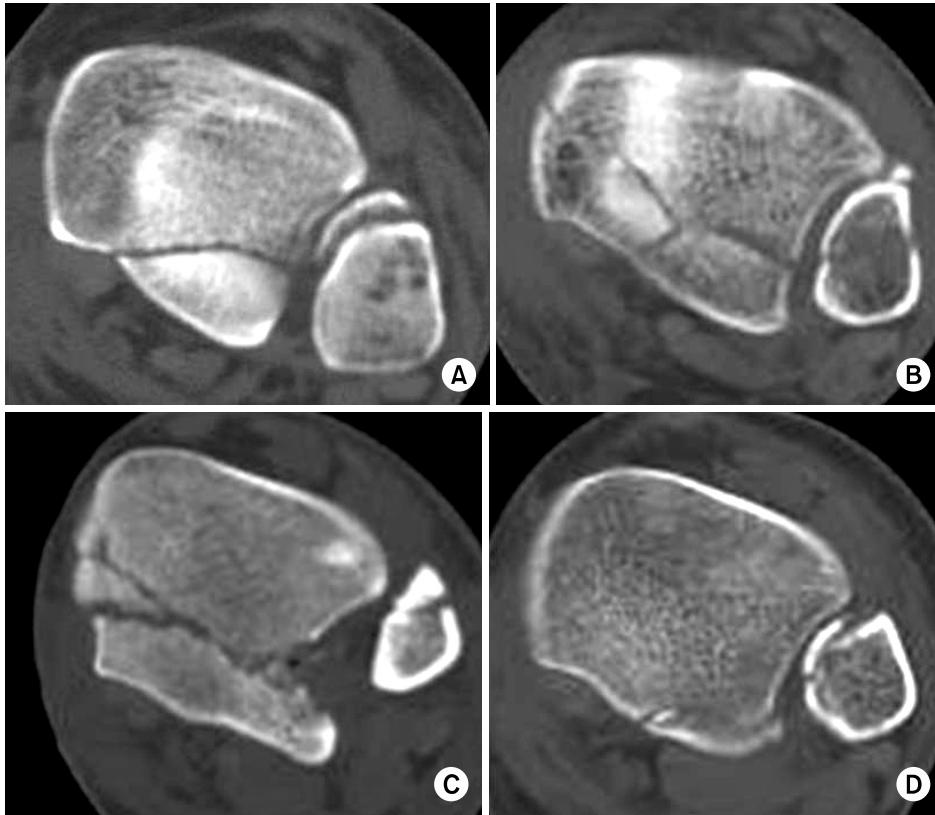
Transverse CT scans showing a type of the posterior malleolar fractures.
